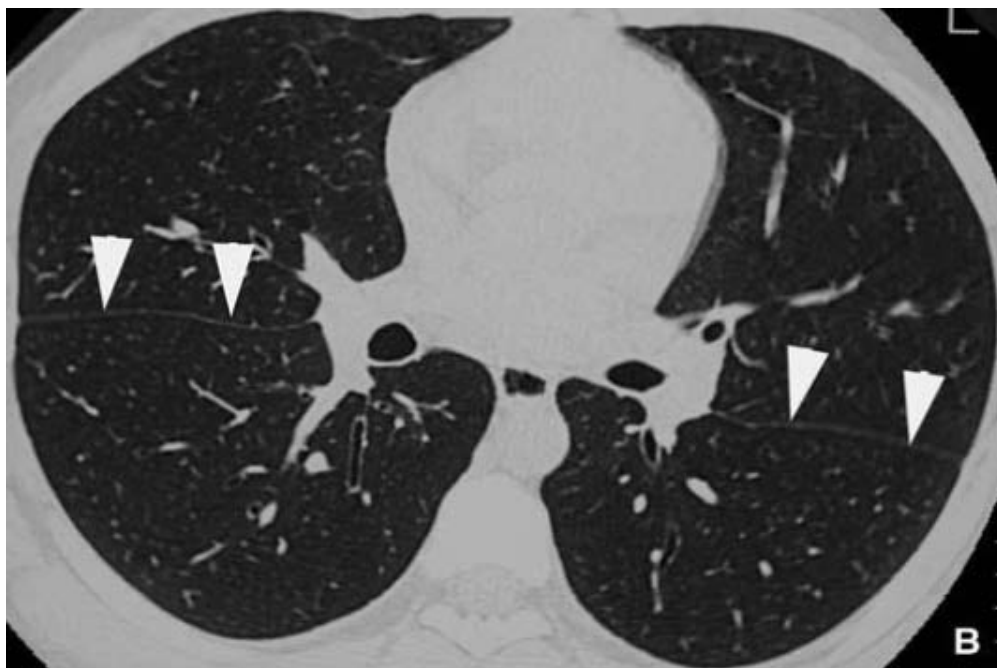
Coupe TDM passant par la région hilare : les scissures apparaissent presque rectilignes (têtes de flèches) (16).
